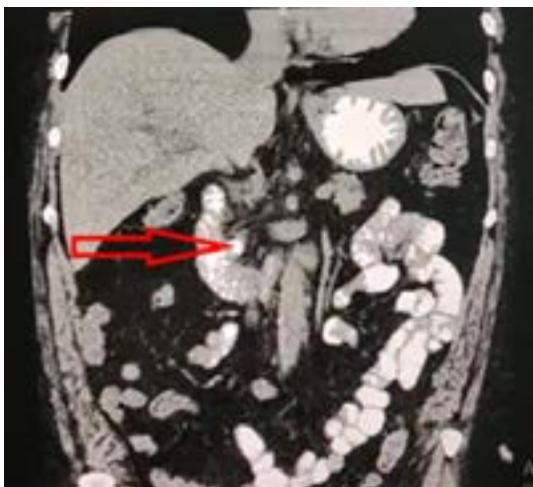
КТ органов брюшной полости с контрастом: визуализирован дивертикул области БДС
